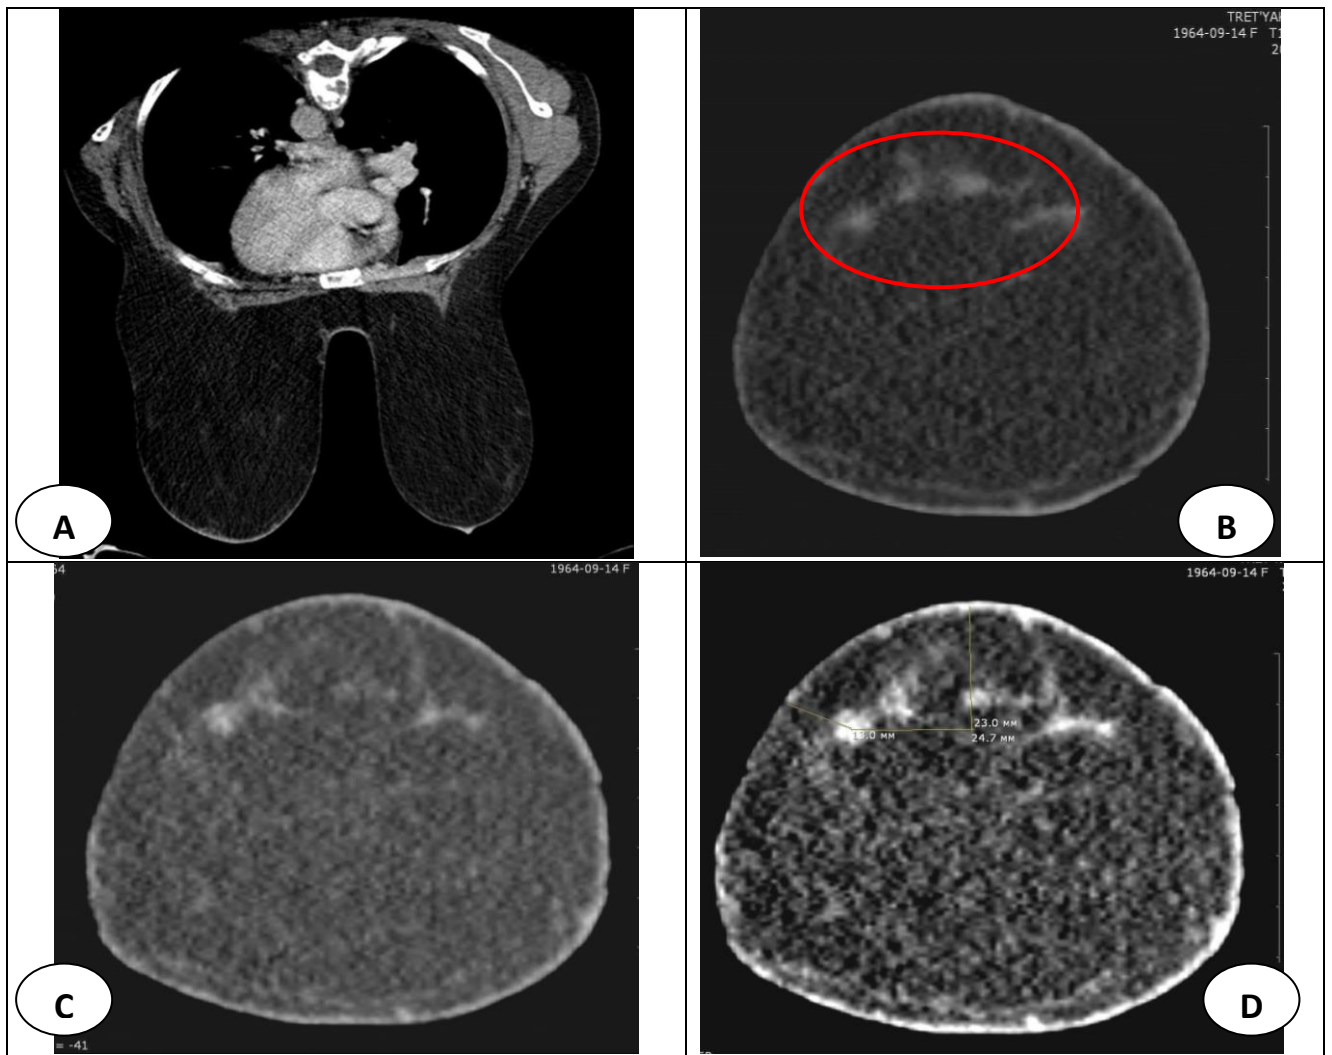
МСКТ – МГ. Рак ЛМЖ. В в/н квадранте ЛМЖ на 13 ч определяется ОО размерами 8 x 6 мм с нечеткими контурами, неомогенной структуры, плотностью до 26 ед. Н., накапливающее КС до 68 ед.Н., в артериальную (С,) и особо в венозную (D) фазы КУ с питающим сосудом и активно накапливающим КС интрамаммарным лимфатическим узлом размерами 6 x 6 мм в зоне Зоргиуса
